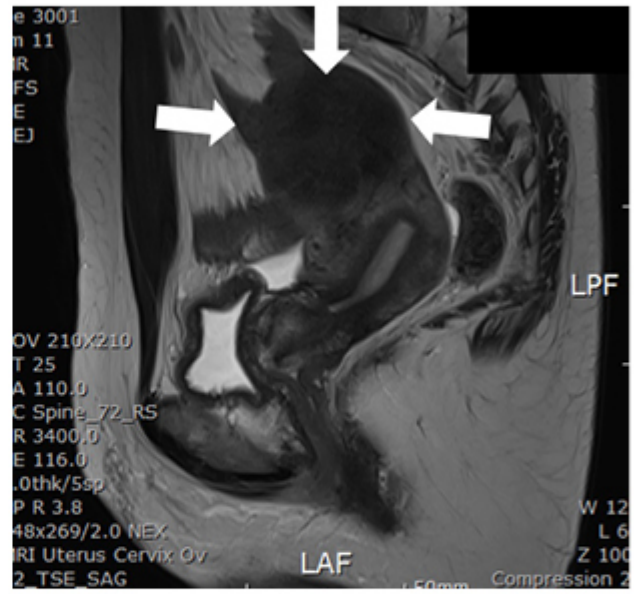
c. MRI T2—intramural type, low signal
